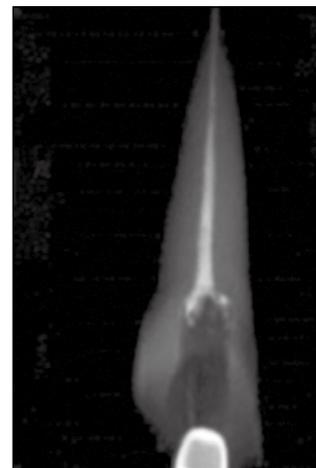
Рентгенографический снимок корневого канала, запломбированного с использованием Ni-Ti-спредера
